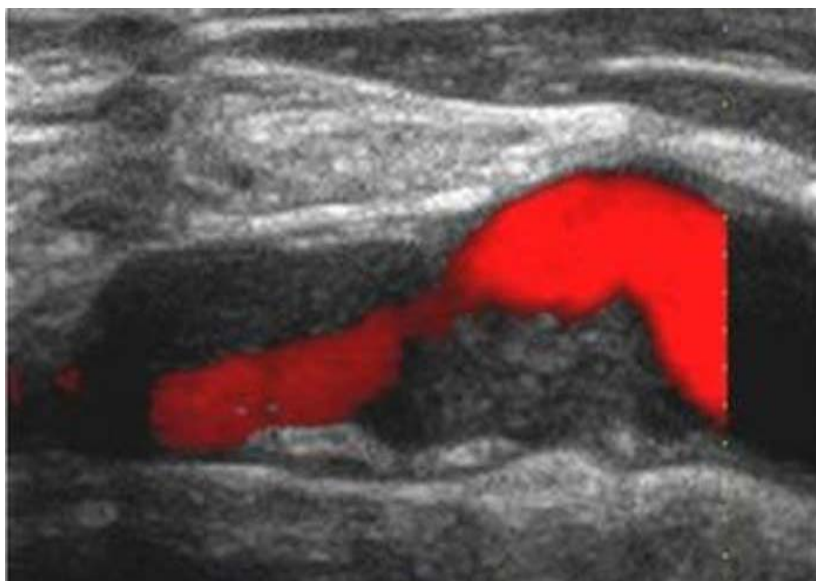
Echo-doppler du TSA qui montre une sténose serrée à 75 % de l'ACI gauche
